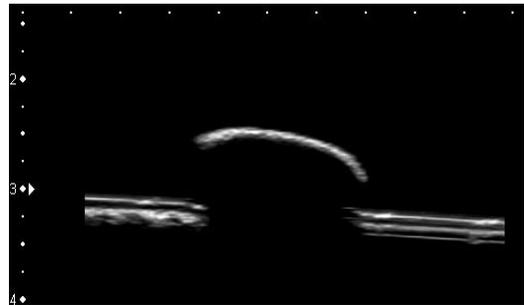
摘出された柿の種の水浸超音波像である。種子の特徴として, 半類円形の表面平滑な境界エコーと, それよりただちに移行する音響陰影が挙げられた。
